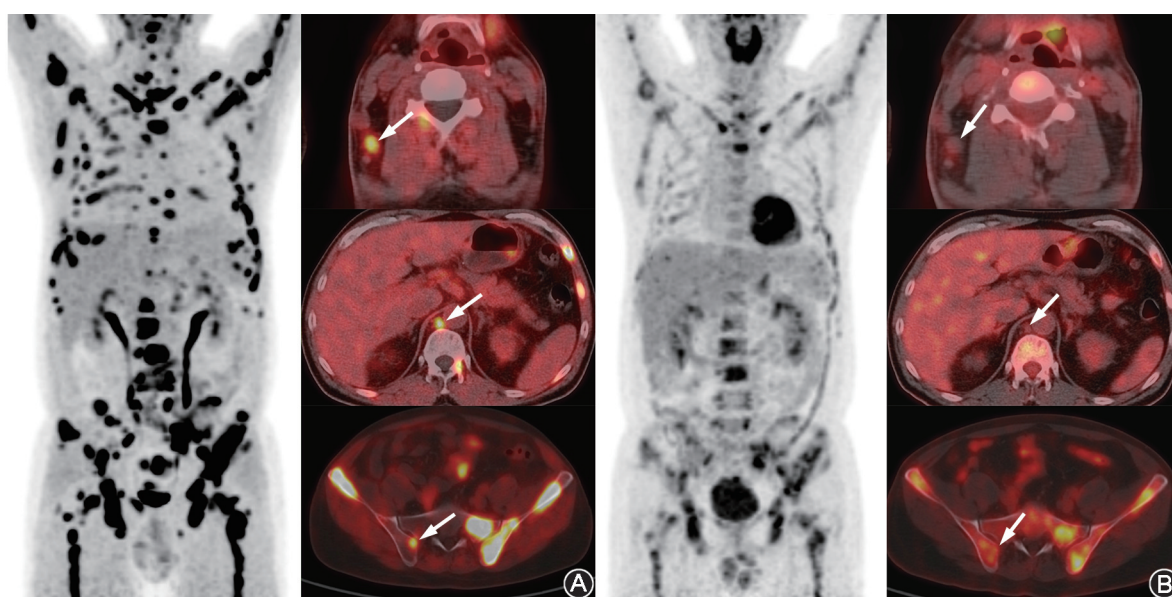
胃低分化腺癌 (部分为印戒细胞癌) 患者 (男, 51 岁) ^{18}F -成纤维细胞激活蛋白抑制剂 (FAPI)-04 PET/CT 与 ^{18}F -FDG PET/CT 显像对比图 (箭头示病变) A. 右侧颈部淋巴结、右侧膈肌脚淋巴结、右侧髂骨转移灶呈高度 ^{18}F -FAPI-04 摄取; B. 上述部位未见明显 ^{18}F -FDG 摄取
